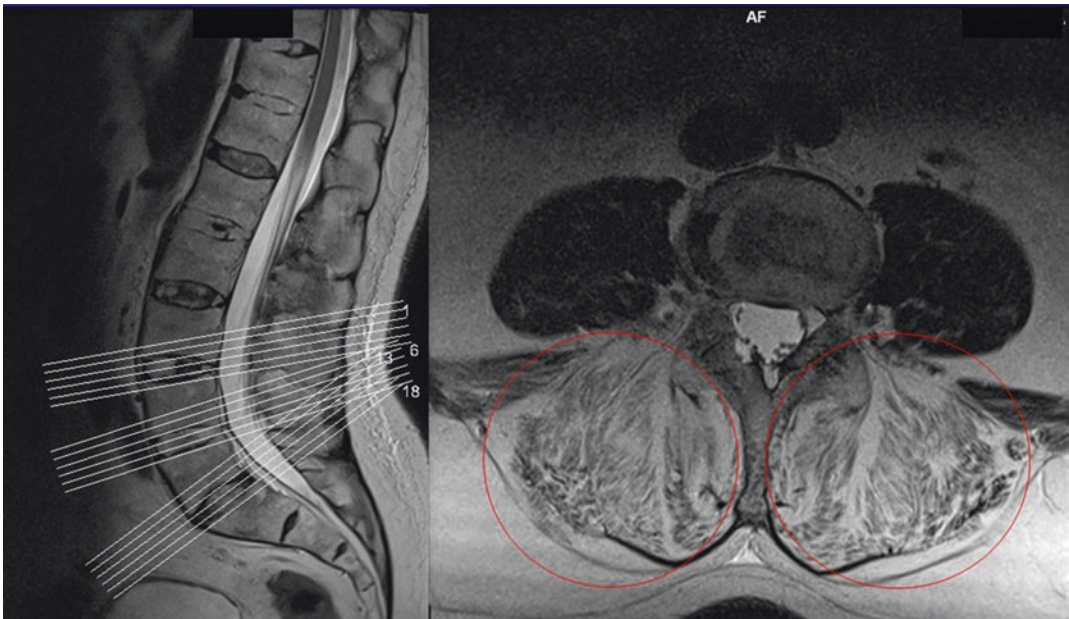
MRI der paravertebralen Muskulatur eines Patienten mit M. Bechterew (59 Jahre) in Höhe Deckplatte L₄. Die autochthone Muskulatur ist ausgeprägt sarkopenisch. Die Fettinfiltration und die Bindegewebeproliferation haben fast die gesamte Muskulatur ersetzt. Des Weiteren ist das Fettgewebe auch außerhalb der Muskulatur erheblich angereichert
